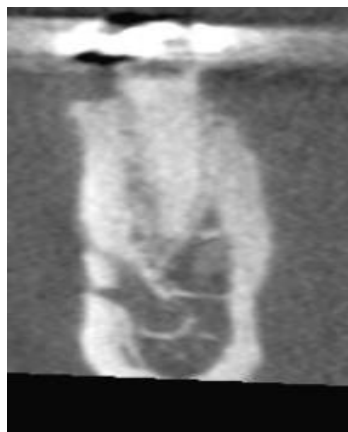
Presencia de ramificación del conducto del nervio mentoniano en corte coronal en CBCT.
